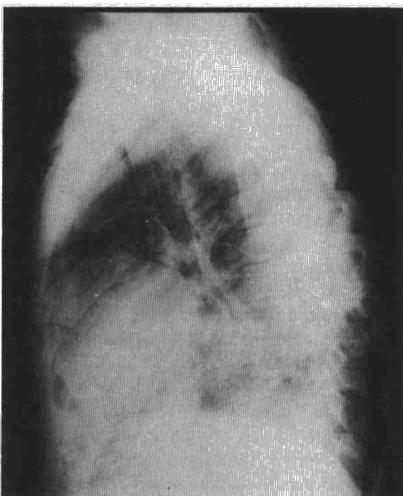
Radiografía lateral de tórax: masa en mediastino anterior.
